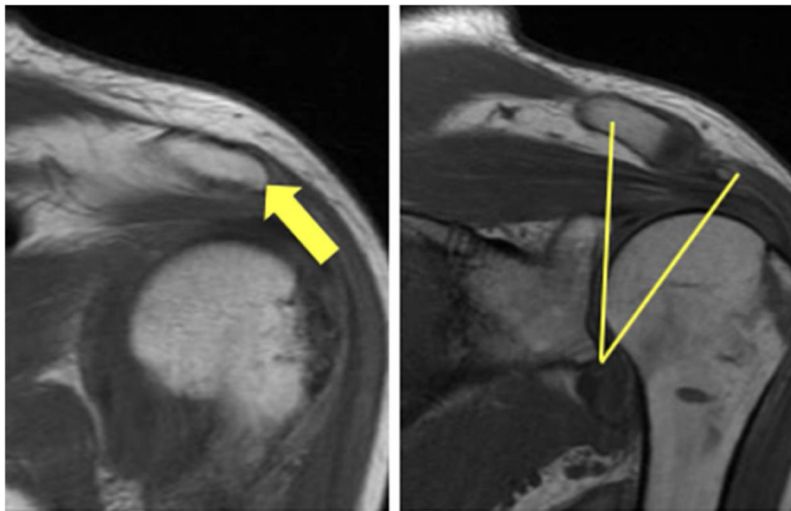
Ángulo crítico del hombro medido en RMN según Spiegl et al, tomando la parte más lateral del acromion y pasando al corte de la glenoides, trazando una línea del borde inferior al borde superior de la glenoides y del borde inferior a la parte más lateral del acromion.
